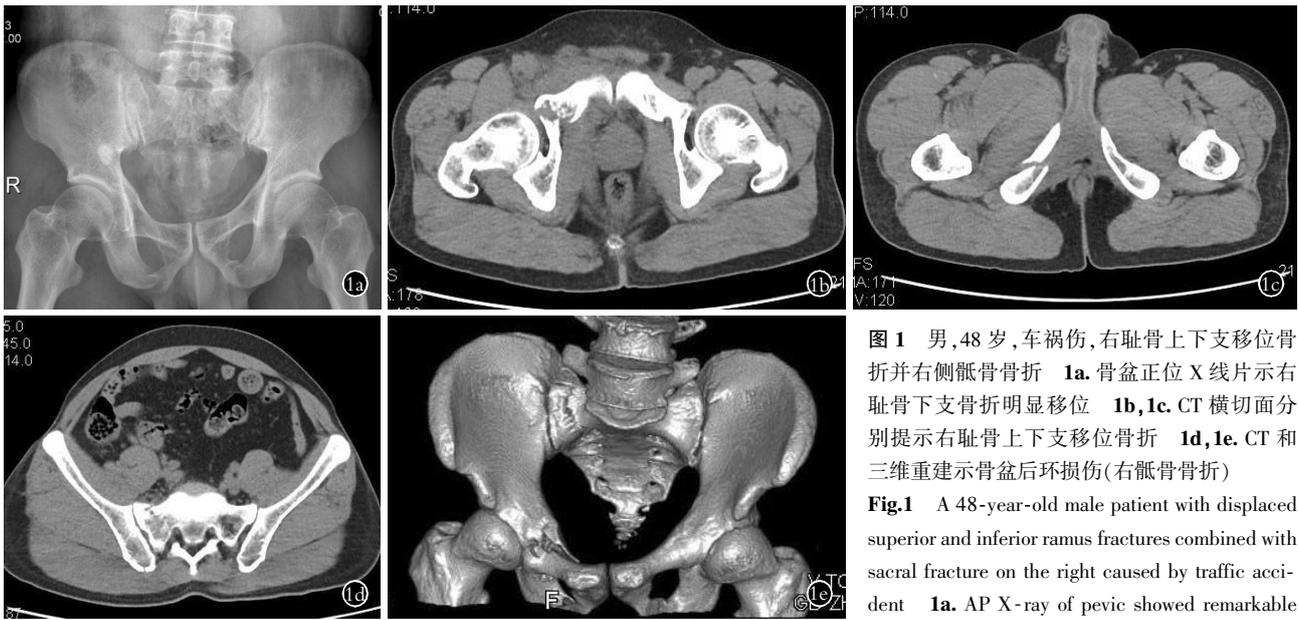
男,48 岁,车祸伤,右耻骨上下支移位骨折并右侧骶骨骨折 1a. 骨盆正位 X 线片示右耻骨下支骨折明显移位 1b,1c. CT 横切面分别提示右耻骨上下支移位骨折 1d,1e. CT 和三维重建示骨盆后环损伤(右骶骨骨折)
